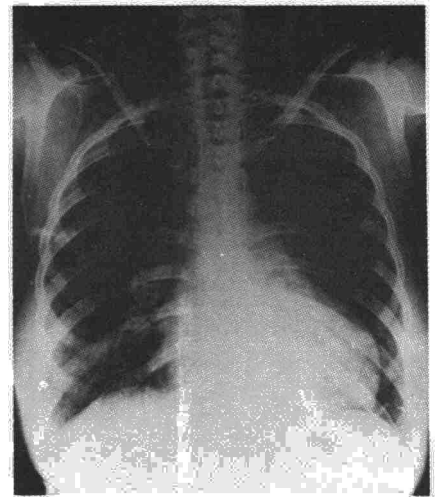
Radiografía de frente de tórax.
